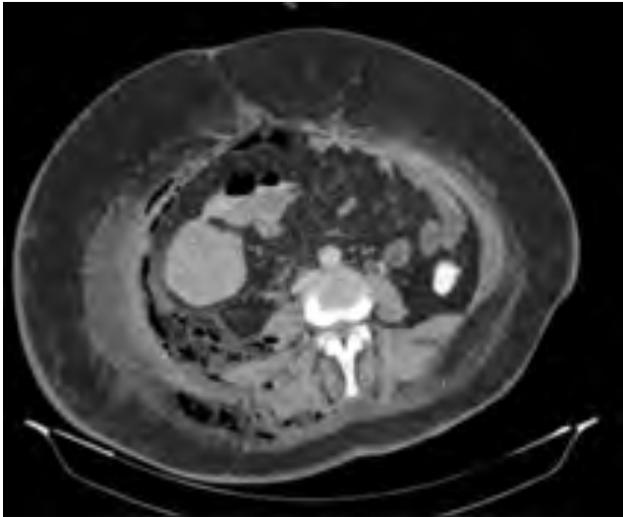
Tomografía computada. Enfisema subcutáneo.
